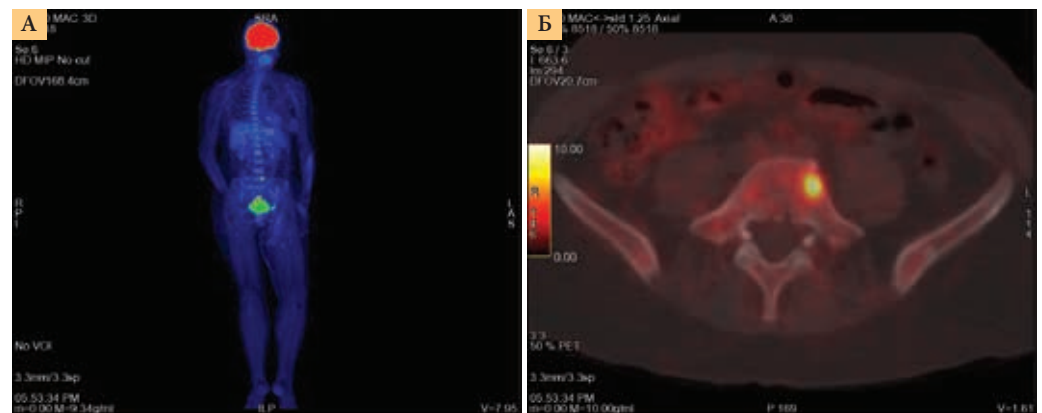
ПЭТ-КТ от 10 августа 2017 г.: очаг вторичного поражения в L5 (А – участок накопления ФДГ в левой половине позвонка L5, Б – очаг в L5 1,0 см без явных патологических структурных изменений на КТ)
